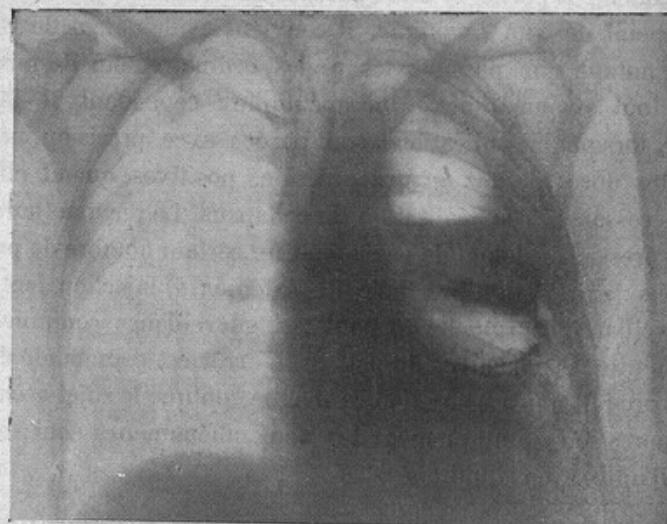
Radiographie n° 4. Après ponction et injection de lipiodol.
